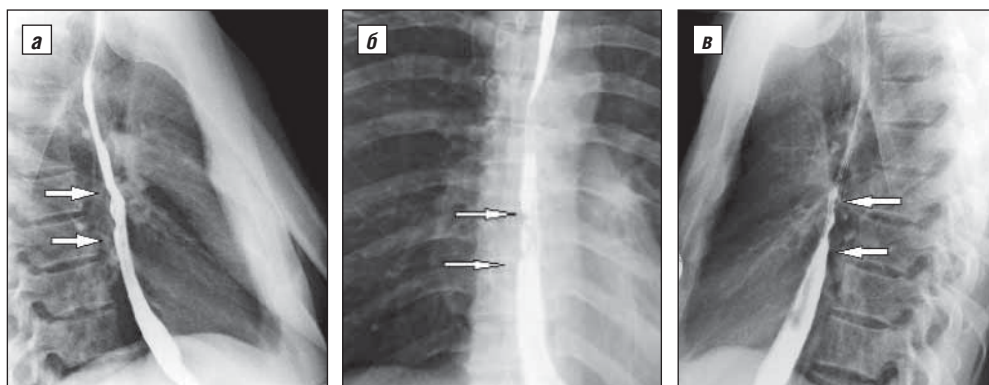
Рентгенография. Рак пищевода (стрелкой указаны локализация и протяженность опухоли): а – правая боковая проекция; б – прямая; в – левая боковая
